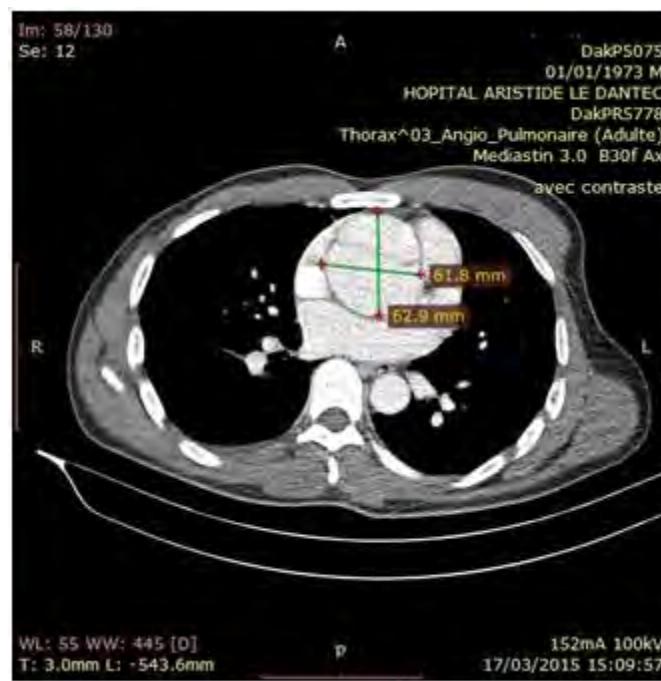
Image TDM thoracique mettant en évidence la dissection aortique.
